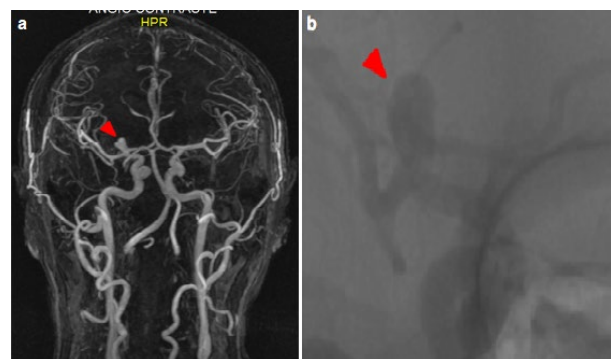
a) Angioresonancia contrastada indicando aneurisma de la ACI derecha (punta de flecha). b) Panangiografía de aneurisma en ACI derecha (punta de flecha).
